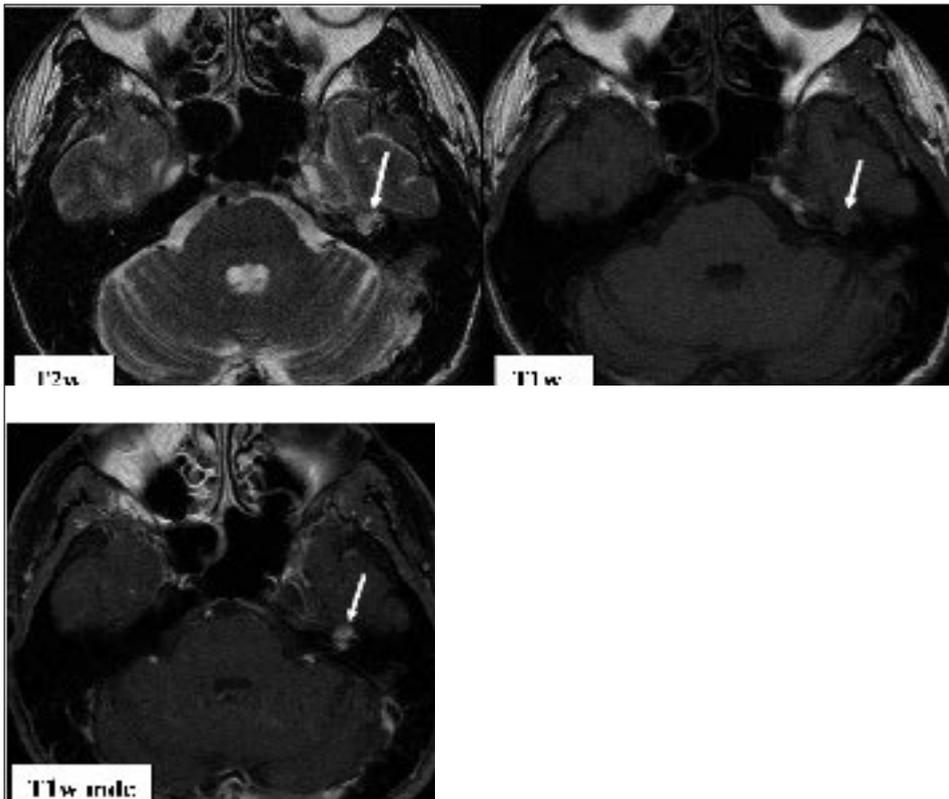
RM emangioma del ganglio genicolato
